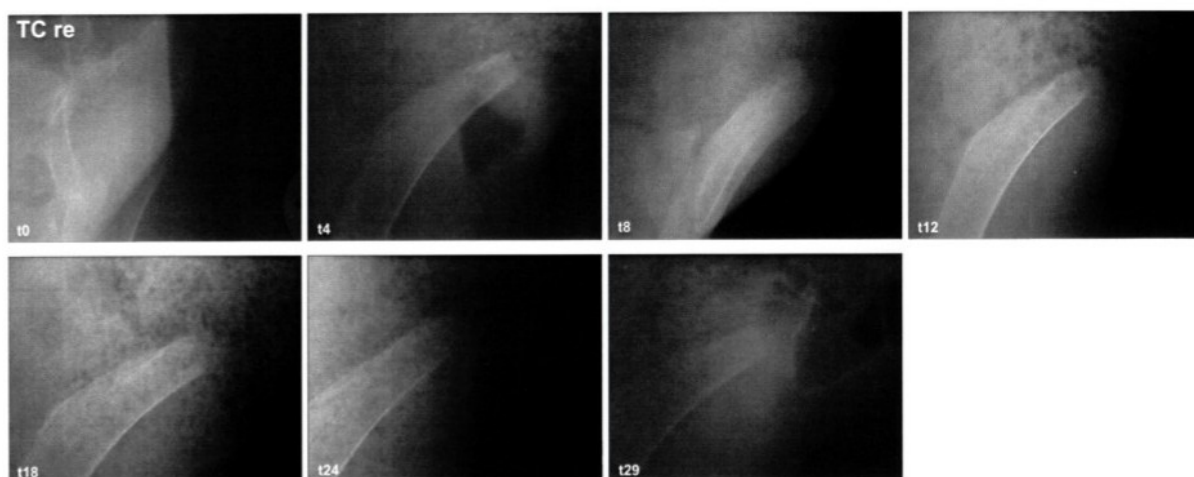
Röntgenologische Befunde Tier 91702 des rechten Tuber coxae (TC re) über den Zeitraum von t0 sowie 4, 8, 12, 18, 24 und 29 postoperative Wochen, [t (Zeit) in Wochen]. (Quelle: Freytox GmbH).
